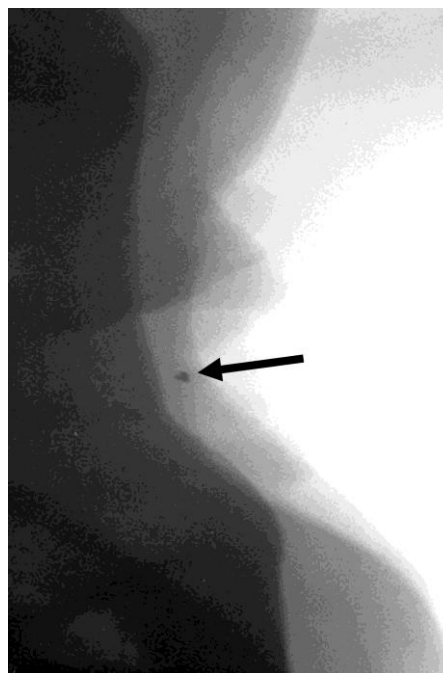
Бесскелетная рентгенография переднего отрезка глаза с инородным телом металлической плотности
